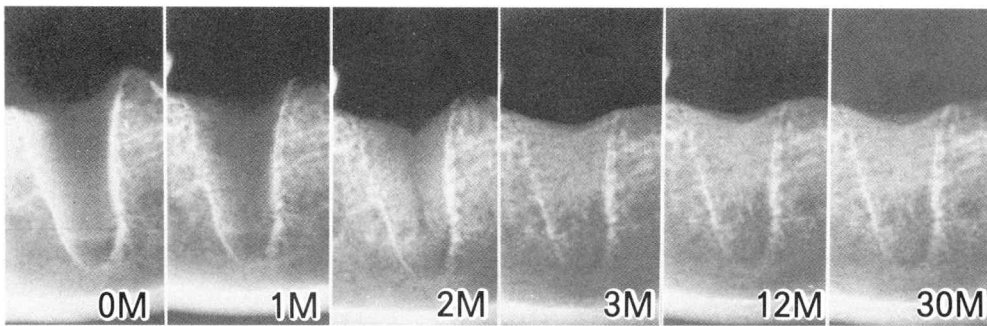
Standardized radiographs of extraction site taken at 0, 1, 2, 3, 12 and 30 months after extraction are showed.
